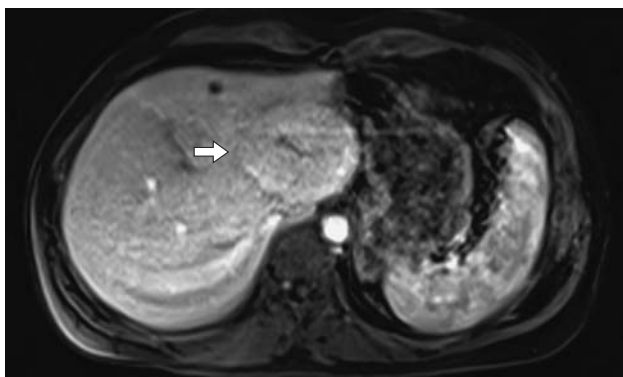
Магнитно-резонансная томограмма. Объемное образование левой доли печени (стрелка). Исследование с контрастированием, артериальная фаза.
